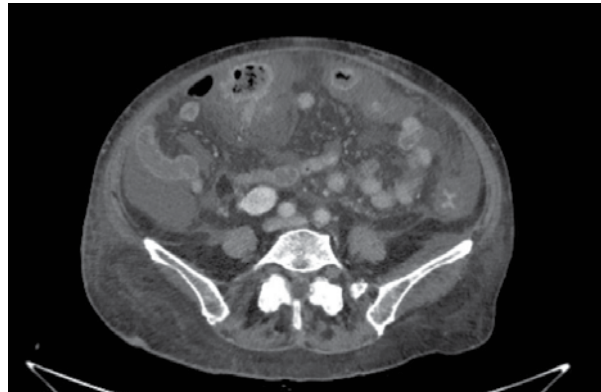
Компьютерная томография органов брюшной полости на третьи сутки
